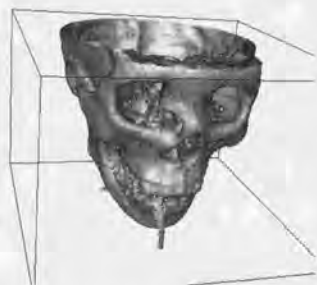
X線CT画像から頭蓋骨を三次元的に可視化
